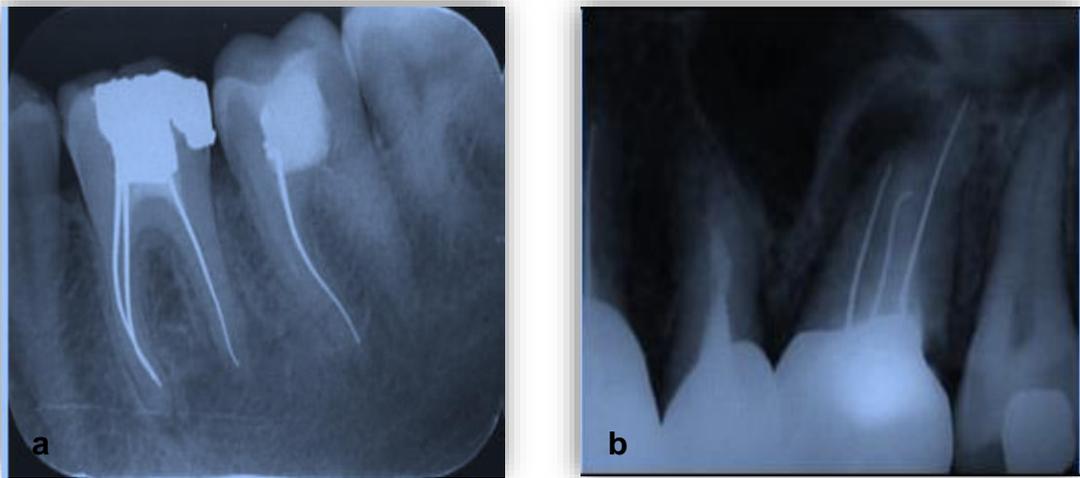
a- Radiographie rétro-alvéolaire montrant des canaux obturés aux cônes d'argent.
